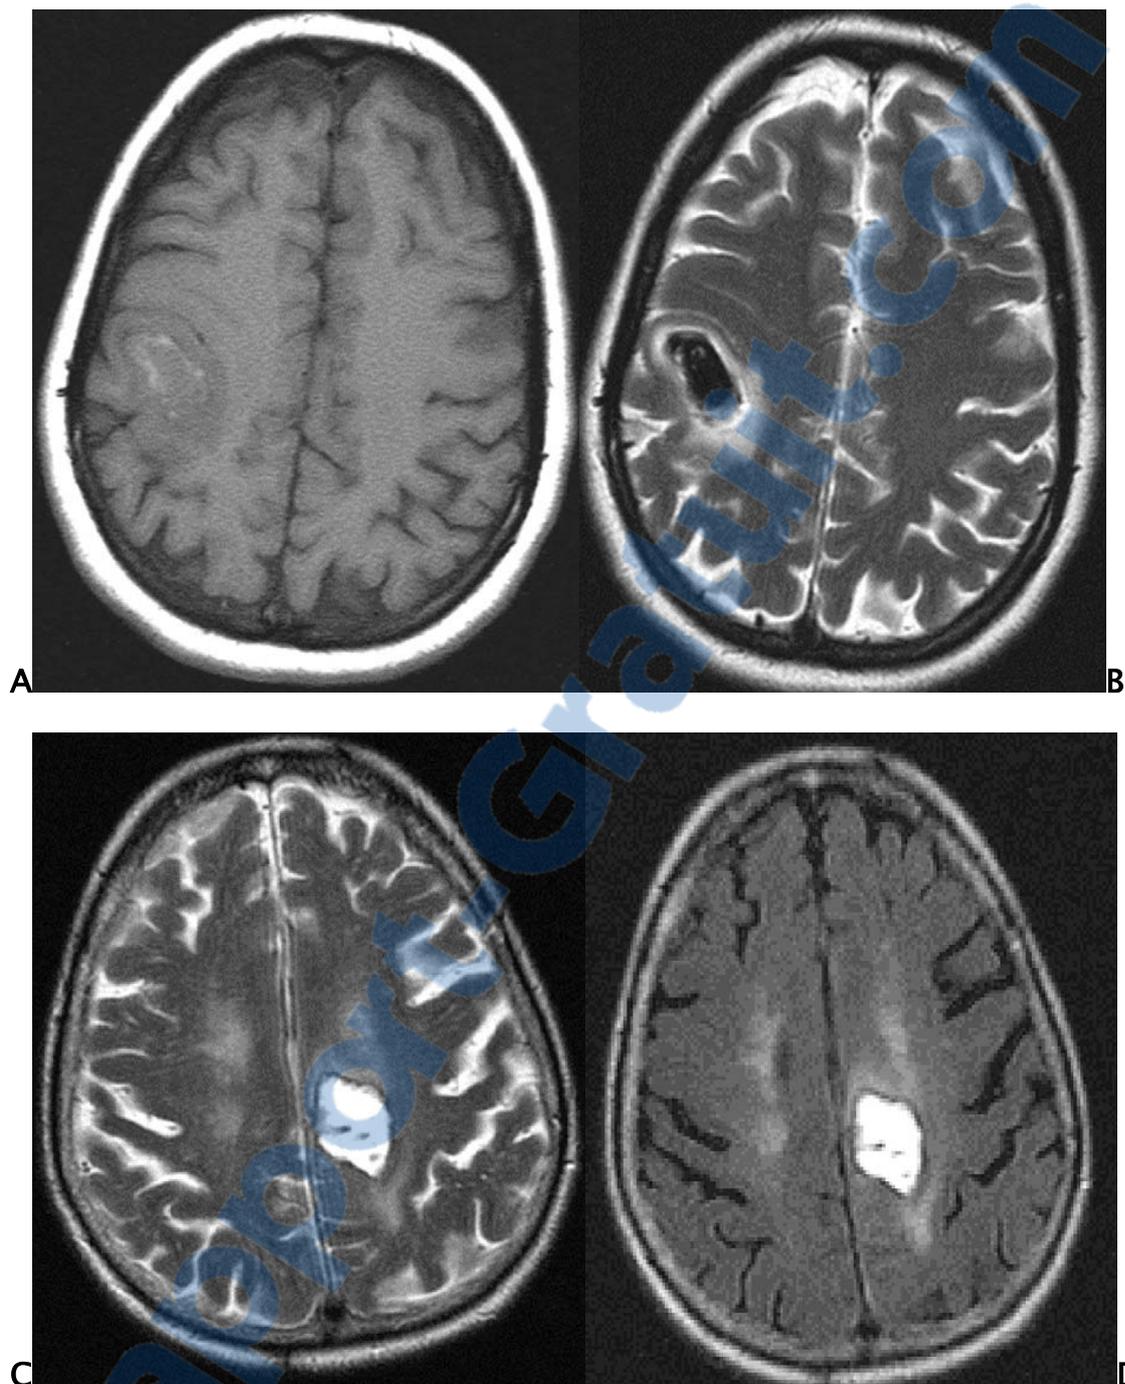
Coupes axiales en séquence pondérée T1 (A), FLAIR (D) et T2 (B, C). Le signal du sang au sein d'un hématome varie en fonction de l'ancienneté du saignement. Au stade suraigu (premières heures : oxyhémoglobine), l'hématome apparaîtra en isosignal T1, en hypersignal T2. Au stade aigu (entre quelques heures et 3 jours : déoxyhémoglobine), il apparaît en discret hypersignal T1, hyposignal T2 (A, B). Vers la fin de la première semaine (méthémoglobine), il apparaît en hypersignal en toutes séquences (C, D, E). Puis une couronne en hyposignal apparaît en écho de gradient et au stade chronique, l'hématome apparaît en hyposignal en T1 et T2. (O. Nagarra, 2005).
